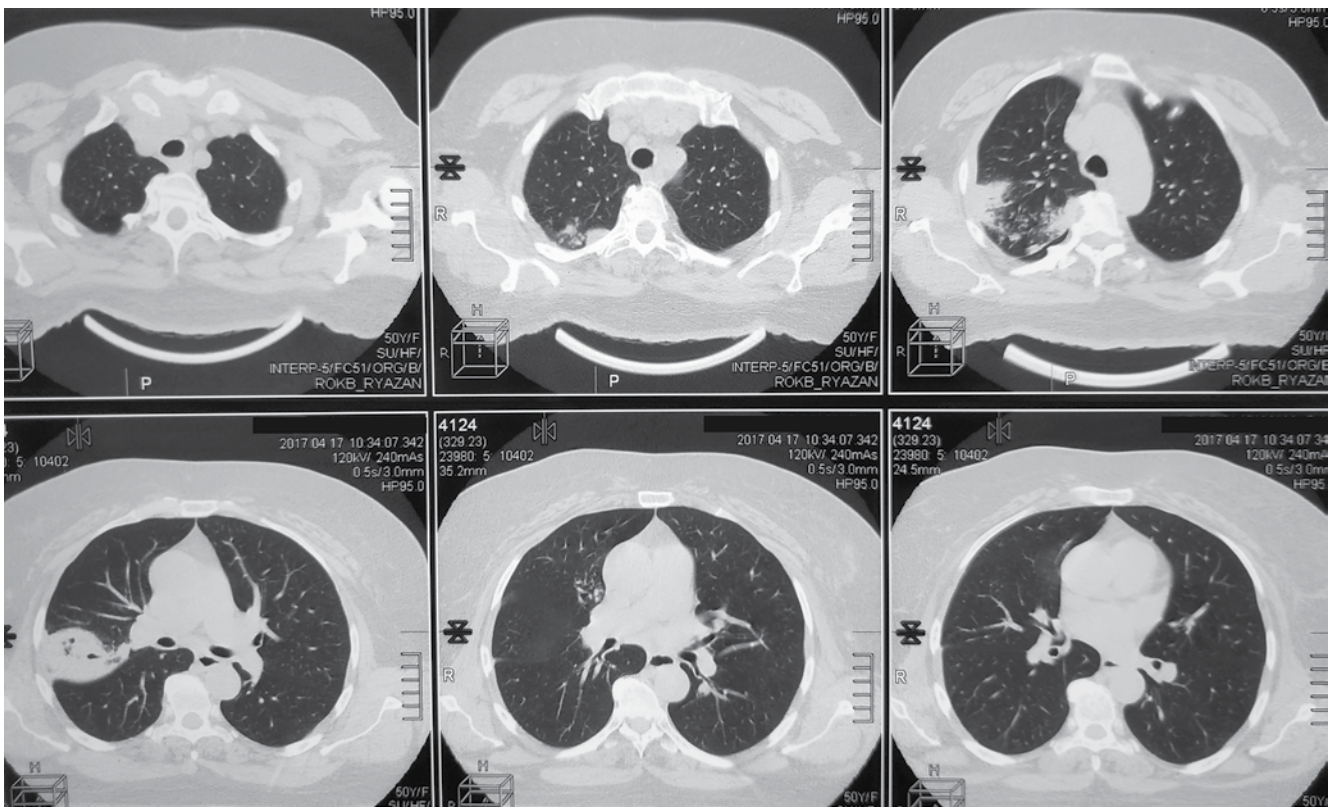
Больная Р. Компьютерная томограмма органов грудной клетки при выявлении туберкулеза в 2017 г.
